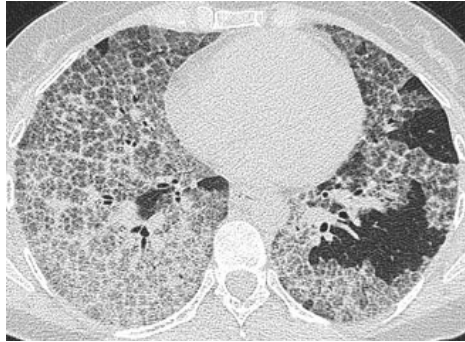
Corte transversal de TAC muestra patrón de empedrado.
